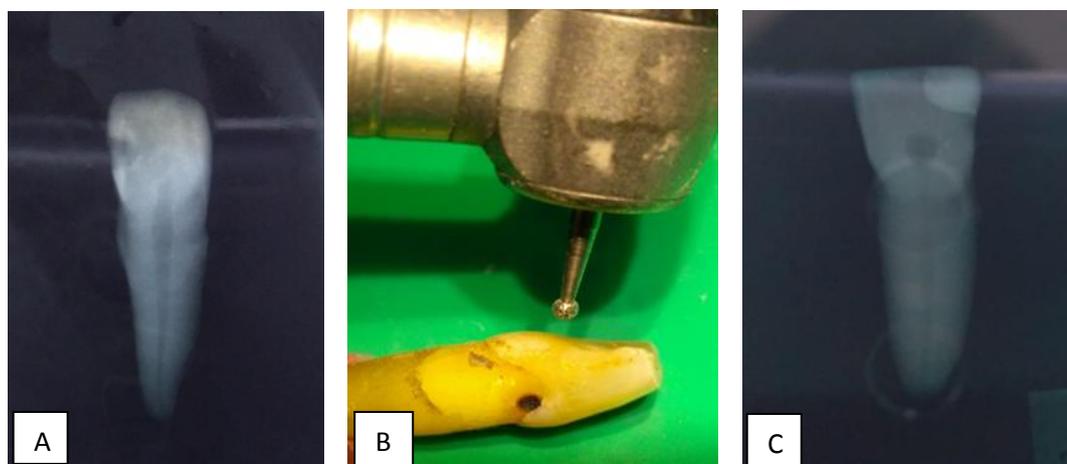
(A) Radiografia inicial para análise do canal radicular e tomada do CRT. (B) Abertura coronária realizada utilizando pontas diamantadas. (C) Preparo cervical.
